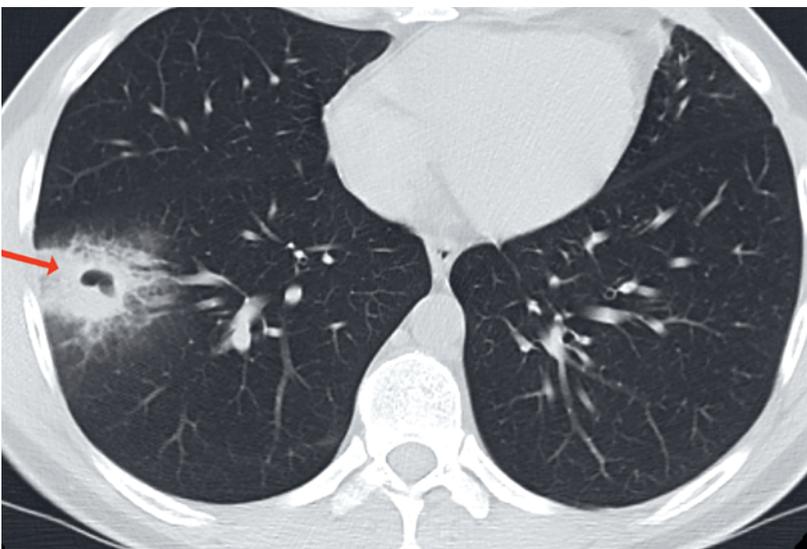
Computertomographie des Thorax, axiale Schnittebene: Konsolidation mit zentraler Kaverne und umgebender Milchglasstrübung im anterobasalen Unterlappen-segment rechts.
